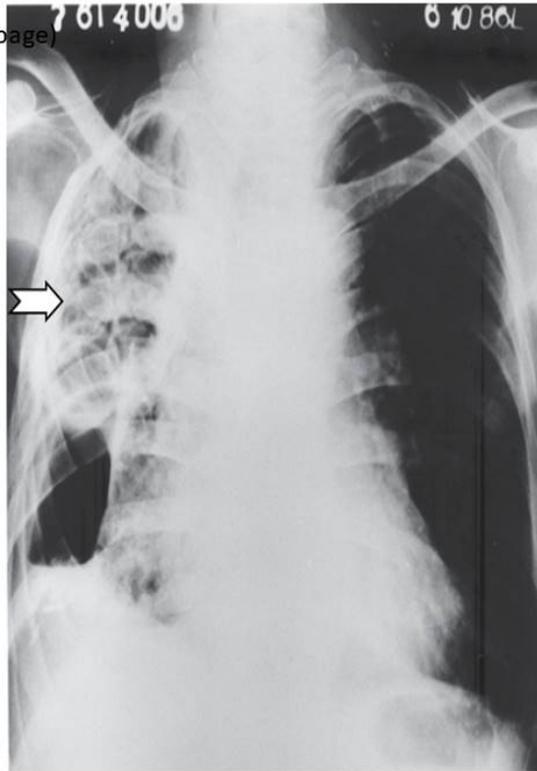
Chest radiograph showing plastic plombage balls in situ
